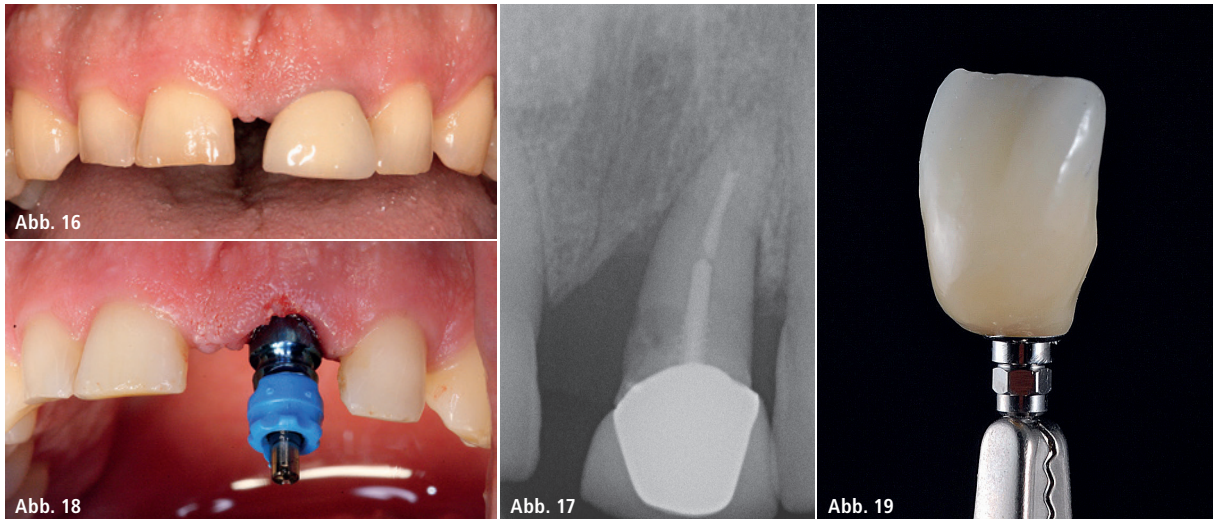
Klinischer Ausgangsbefund von Zahn 21. – Abb. 17: Röntgenologischer Ausgangsbefund mit mesial ausgeprägter vertikaler Knochentasche. – Abb. 18: Situation nach Exzision, Kürettage und Implantation (mit eingeschraubtem Abdruckpfosten). – Abb. 19: Laborgefertigte provisorische Krone, verklebt auf der TempBase.
